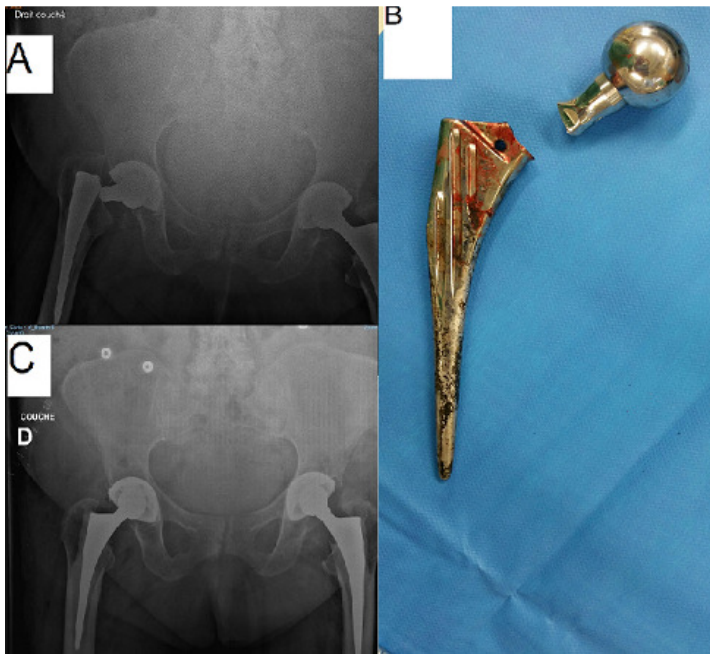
A): radiographie du bassin face montrant une fracture de la tige prothétique droite au niveau du col fémoral; B): image peropératoire de la tige fémorale fracturée; C): radiographie de contrôle du bassin montrant une bonne position de la nouvelle prothèse avec correction de la longueur du membre
